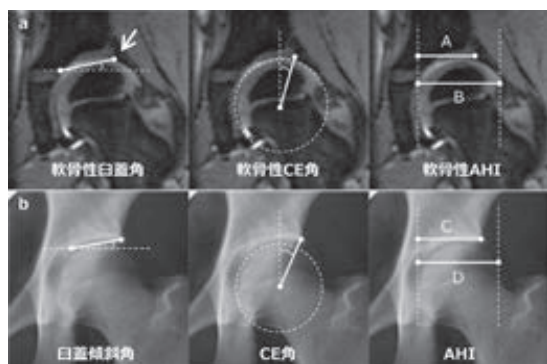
小児期 MRI と骨成熟後の単純 X 線像の比較
